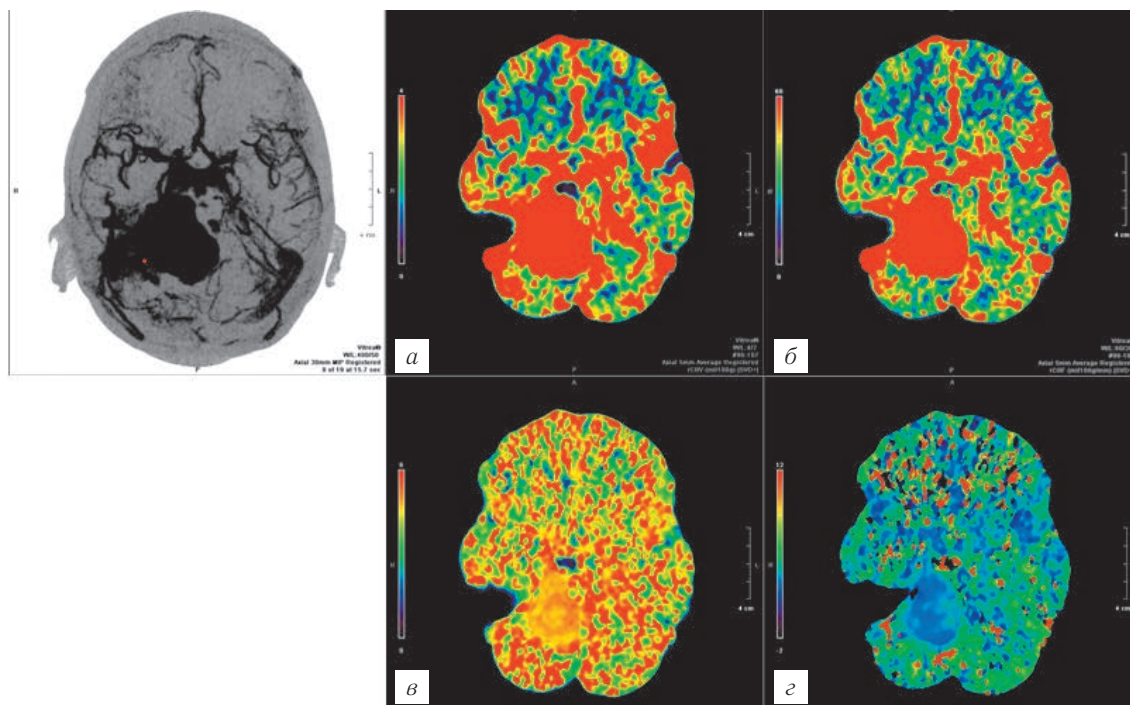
Опухоль головного мозга — анапластическая астроцитома мостомозжечкового угла. Перфузионная карта пациента с опухолью головного мозга (а — CBV, б — CBF, в — MTT, г — TTP).
